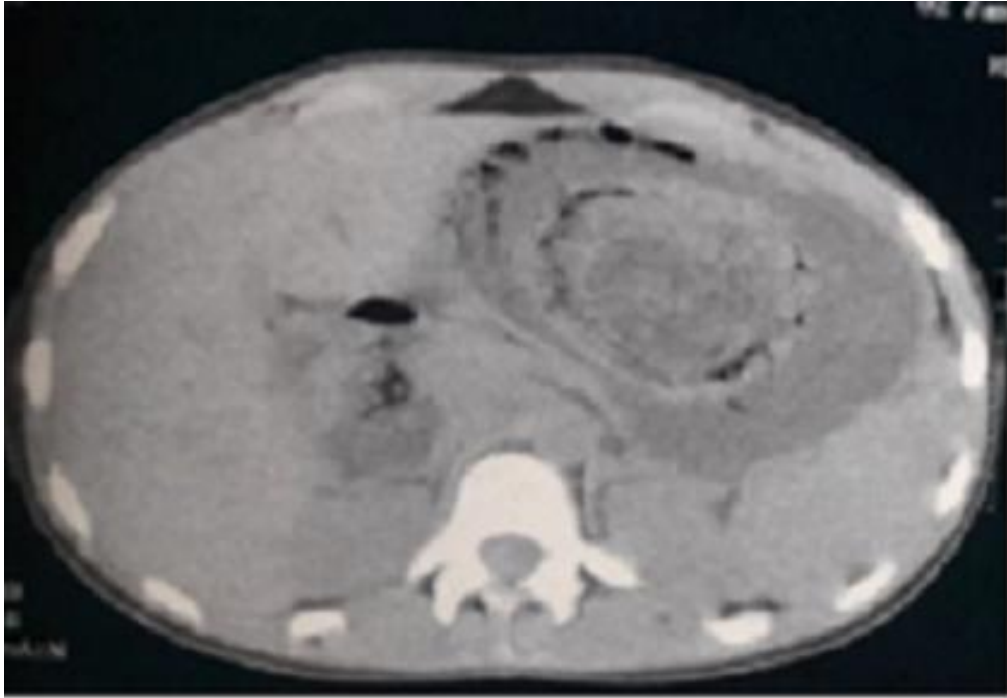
TDM abdominale en coupe axiale montrant un trichobézoard gastrique
